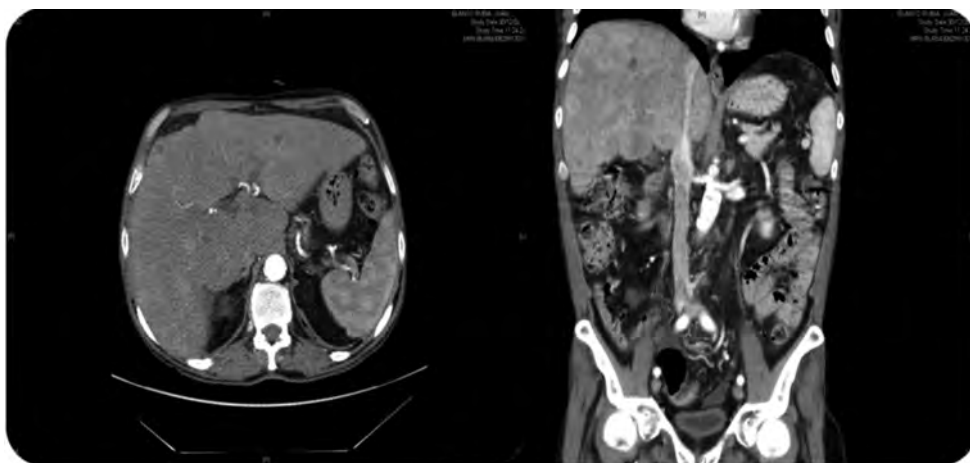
TAC abdominal. Hígado agrandado de tamaño de estructura heterogénea con múltiples nódulos dispersos en ambos lóbulos. La nodularidad esplénica no se confirmó tras valoración minuciosa, y se asumió como de estructura homogénea.
